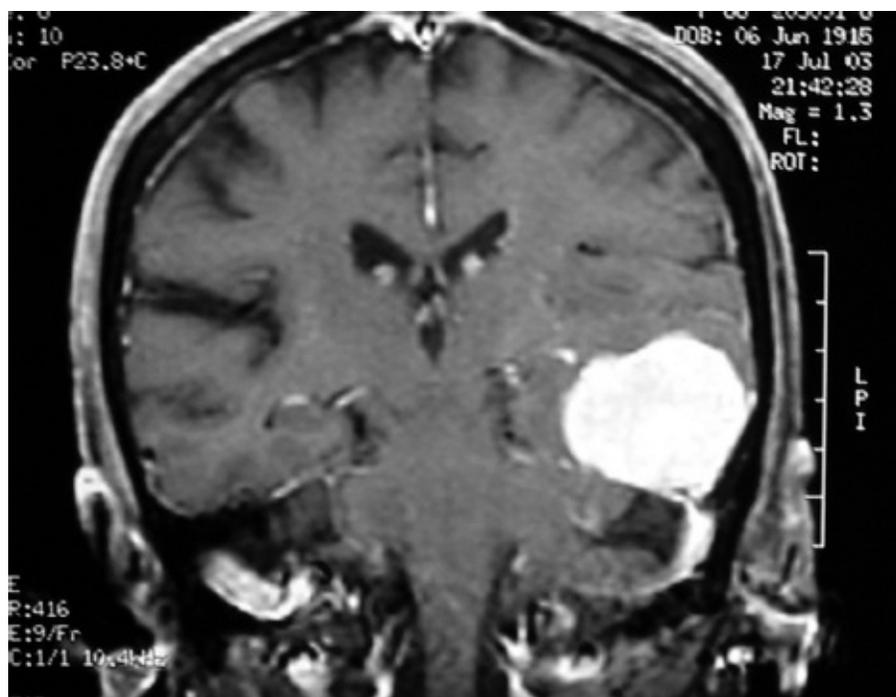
Tumor intracraniano (meningioma) diagnosticado por ressonância magnética.
